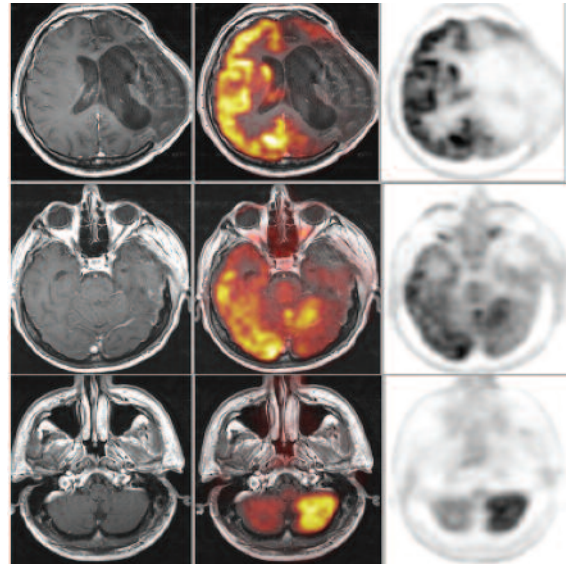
МРТ, ПЕТ, МРТ/ПЕТ. Кросцеребелярний діаскіз після поширеного ішемічного інсульту
